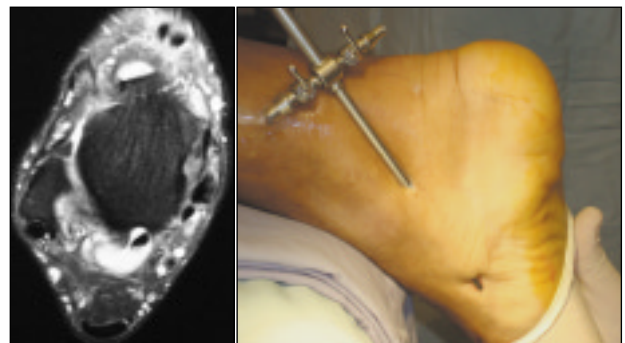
Paciente 1. A. RMN. Corte T2 axial: se documenta señal de líquido en vaina de FHL y tendinosis, engrosamiento y tenosinovitis del tibial posterior. B. Tenosinovectomía endoscópica del TP.
